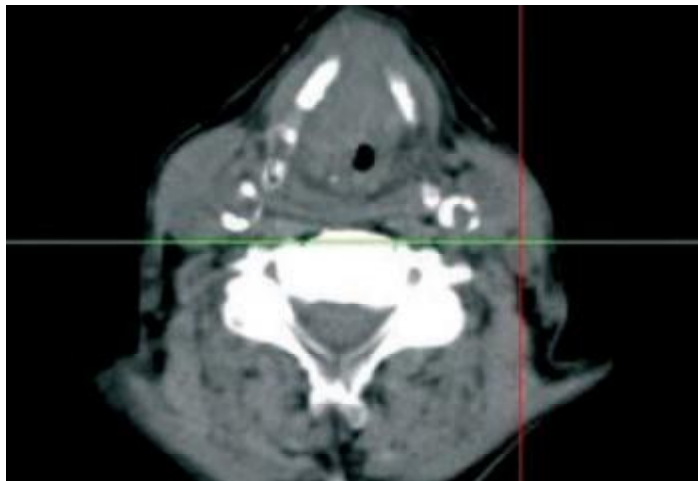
en (TDM) fenêtre tissu mous (B), et fusion TEP-TDM
